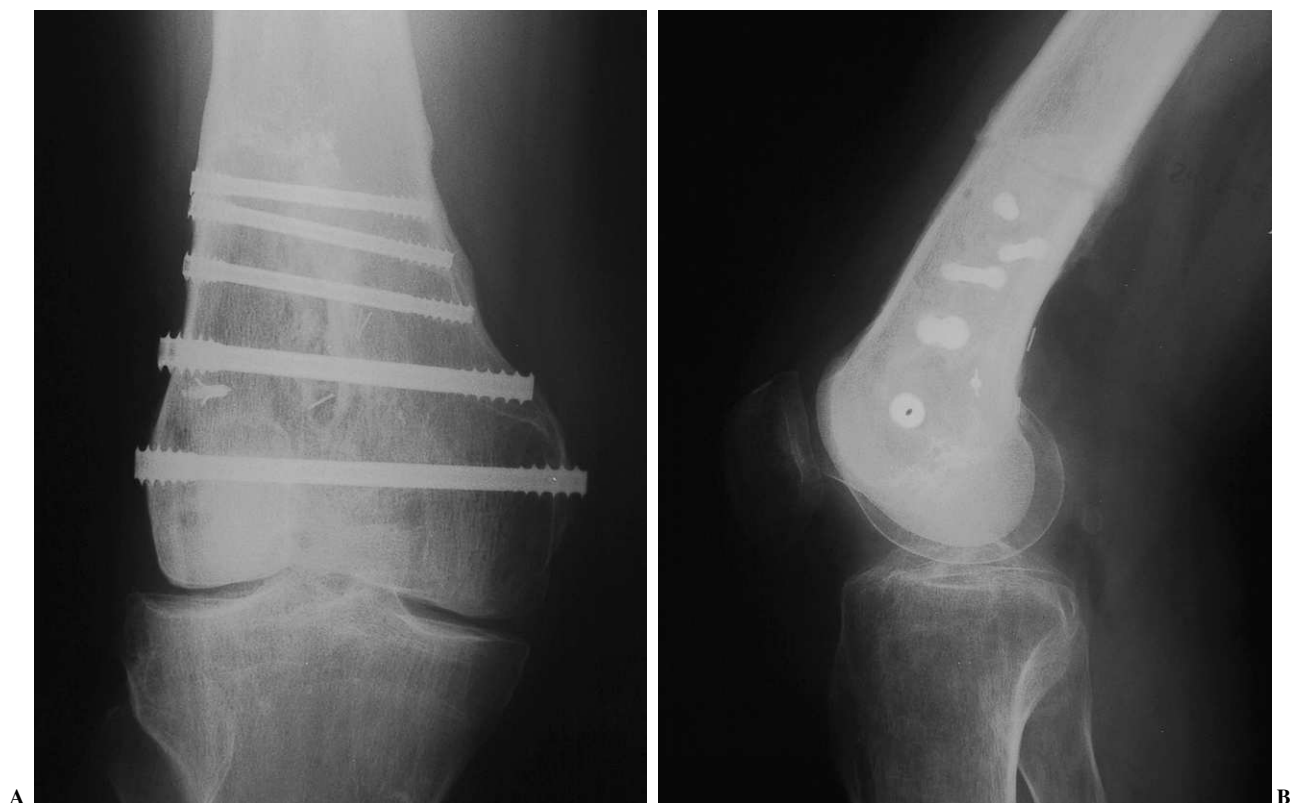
Tumor de células gigantes. Aloinjerto hemiarticular sintetizado con tornillos de Herbert, con reinserción del ligamento lateral externo con Mitek. A los 6 años desarrolló osteoartritis que fue tratada mediante artroplastia: (A) radiografía anteroposterior; (B) radiografía lateral.
